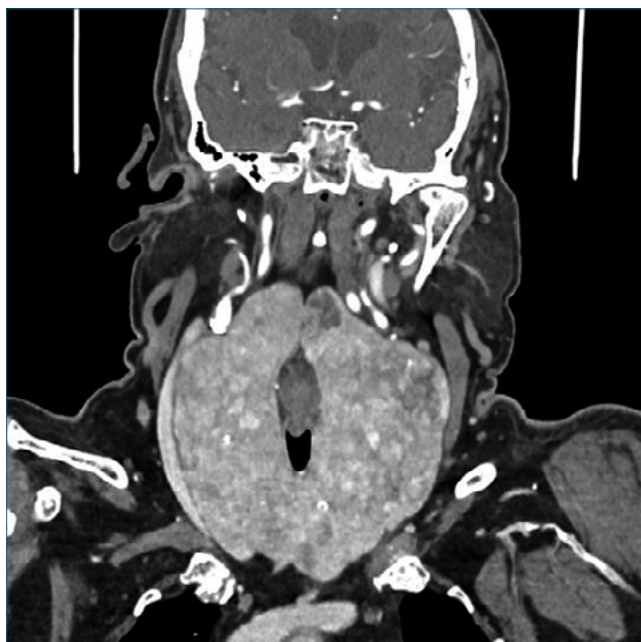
Tomografía de cuello.
